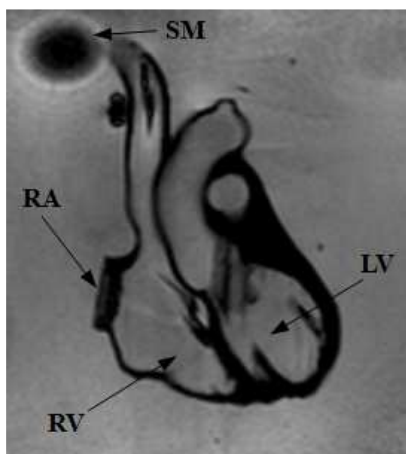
MRT-Aufnahme des Herzphantoms mit integrierten Deckeleinsätzen (siehe Abbildung 9), welches sich zum Zeitpunkt der Aufnahme in der mit Gel gefüllten Plexiglasbox befand, der Herzschrittmacher (SM) befindet sich rechtspectoral und ist als Artefakt nur als schwarzer Kreis erkennbar, die Markierungen befinden sich auf dem rechten Ventrikel (RV), dem linken Ventrikel (LV) und dem rechten Atrium (RA); die Aufnahme diente dem Ausschluss intracavitärer Lufteinschlüsse, verwendete Sequenz SSFP
